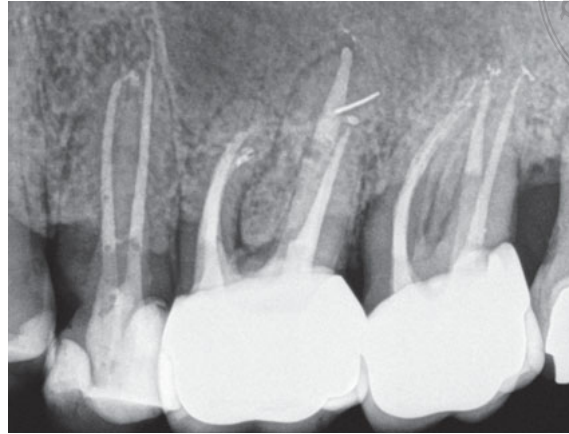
Vier Jahre nach Abschluss der Therapie erscheint die apikale Aufhellung im Vergleich zum Ausgang deutlich verkleinert. Das intraossäre Fragment hat die Position kaum verändert und ist röntgenografisch reizlos integriert.
